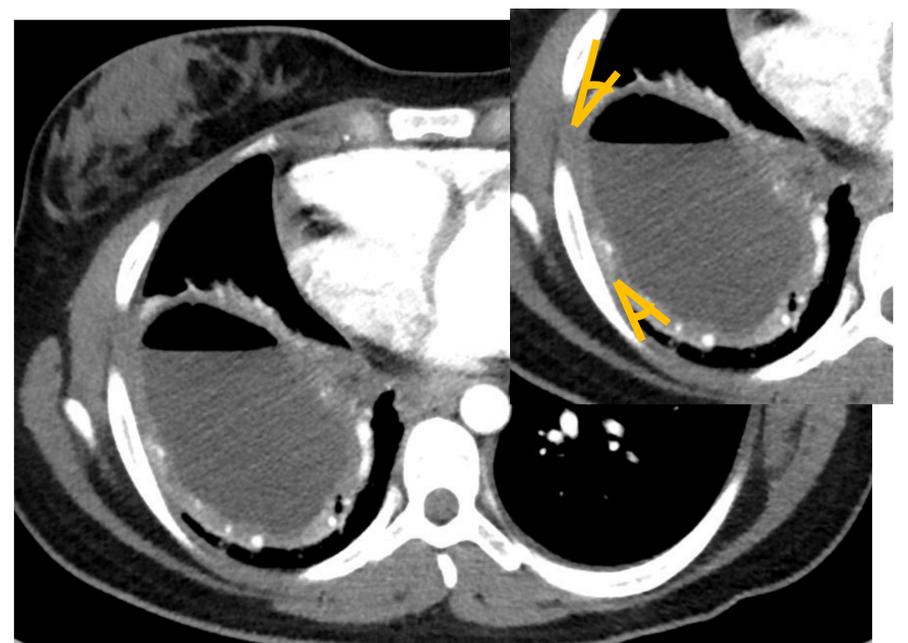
(TC tórax con civ) ángulos agudos, "claw sign".
